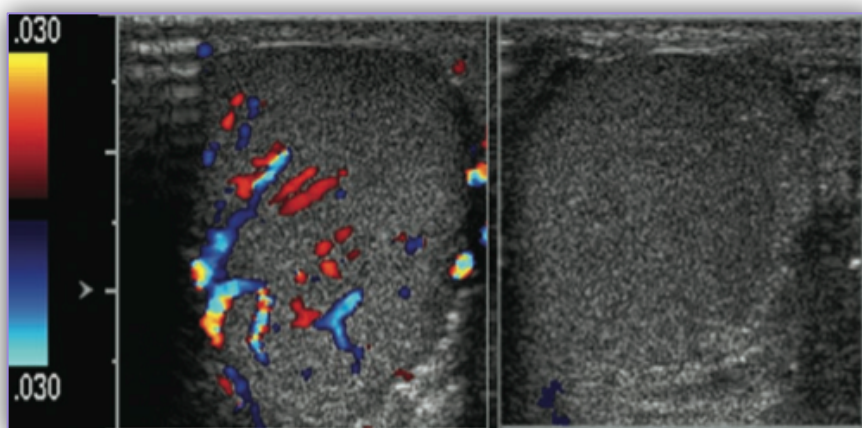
Torção testicular. Ultrassonografia com efeito Doppler de ambos os testículos de um doente com trauma escrotal. Verifica-se uma completa ausência de fluxo sanguíneo no testículo esquerdo (painel direito), comparando com o testículo com fluxo sanguíneo normal, o testículo direito (painel esquerdo) [18].
